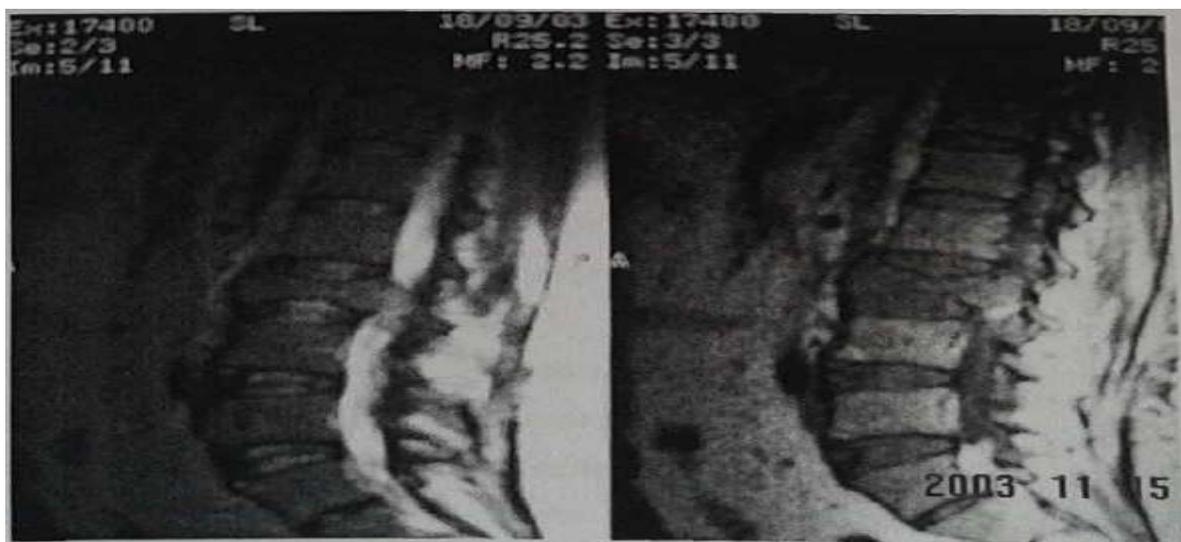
На МР томограммах компрессионно-оскольчатый перелом тела VL2 позвонка, с введением осколков в позвоночный канал, со сдавлением спинного мозга.
